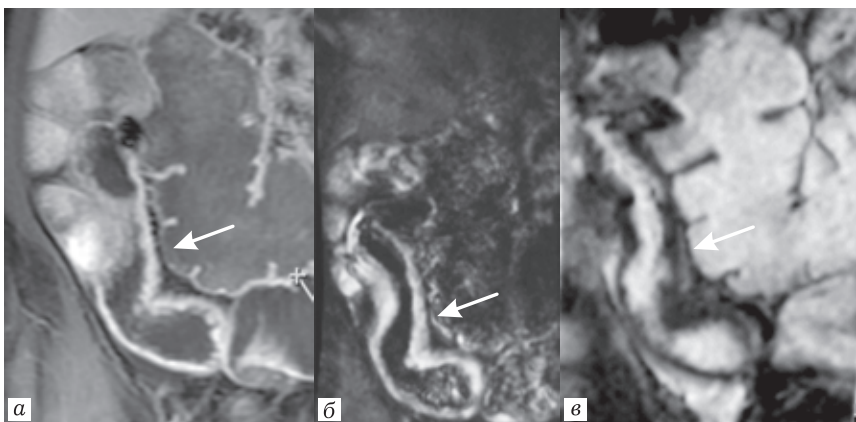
Пациентка Н., 48 лет. Болезнь Крона. Активное воспаление стенки подвздошной кишки: *а* — трансмуральное контрастирование на постконтрастных T1-FS; *б* — повышение интенсивности сигнала стенки кишки на DWI Focus (b800) с признаками рестрикции диффузии на ADC (*в*). ИКД $1,5 \times 10^{-3} \text{ мм}^2/\text{с}$
